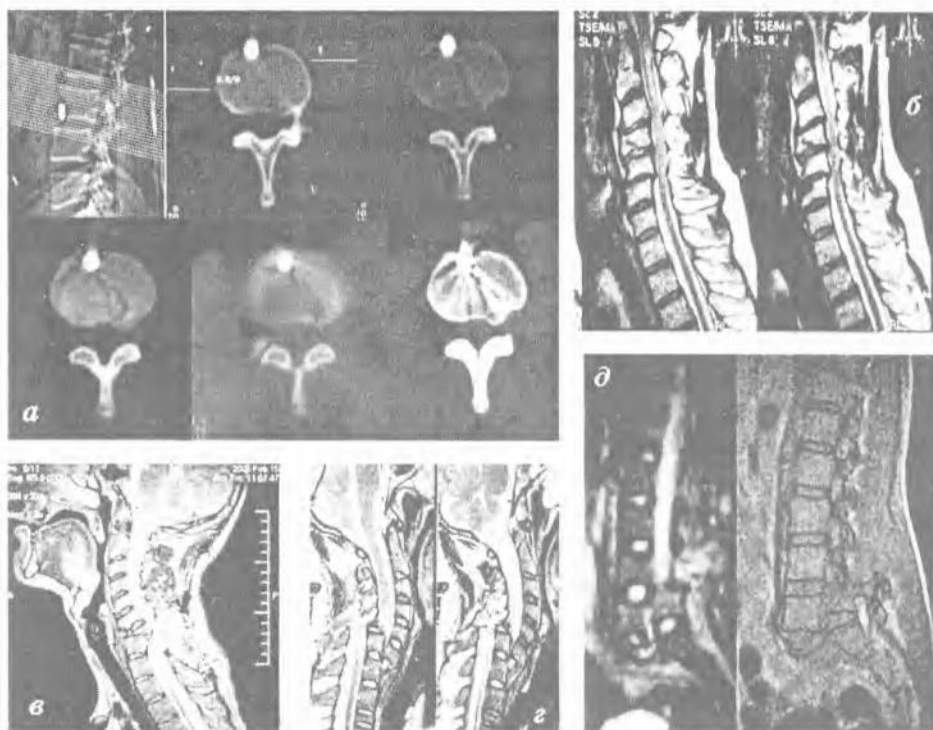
КТ и МРТ при травматических повреждениях позвоночника и спинного мозга: *а* — пулевое ранение позвоночника и спинного мозга (КТ); *б* — перелом тел позвонков в шейном отделе с грубой компрессией спинного мозга (МРТ); *в* — перелом тела шейного позвонка с формированием клиновидного осколка, компримирующего спинной мозг; *г* — МРТ-признаки полного анатомического разрыва спинного мозга при переломовывихах в шейном отделе позвоночника; *д* — переломовывих в области пояснично-крестцового сочленения (МРТ)
